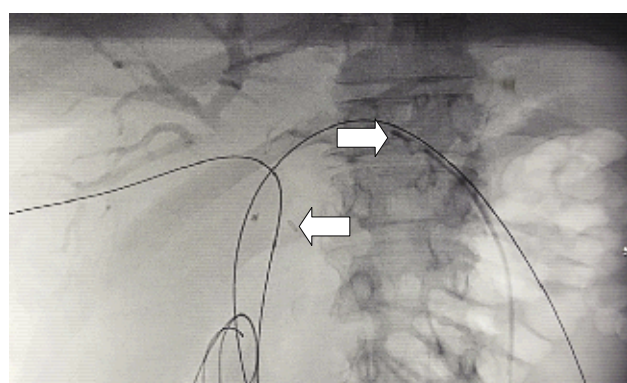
Прямая рентгенограмма пациента после удаления холангиодренажей с сохранением металлических проводников в просвете желчных ходов. Стрелками указана проксимальная и дистальная части цилиндрического диффузора после контрастирования
